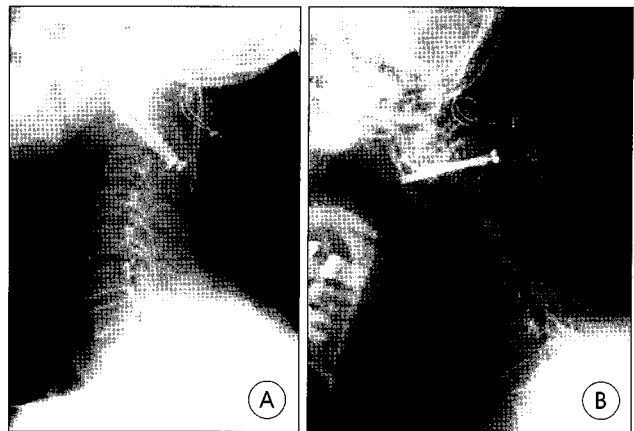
Plain radiographs, lateral view. A : Immediate postoperation radiograph showing the correct position of transarticular screw fixation. B : At 3 weeks postoperation radiograph showing screw loosening and C1-C2 instability.
